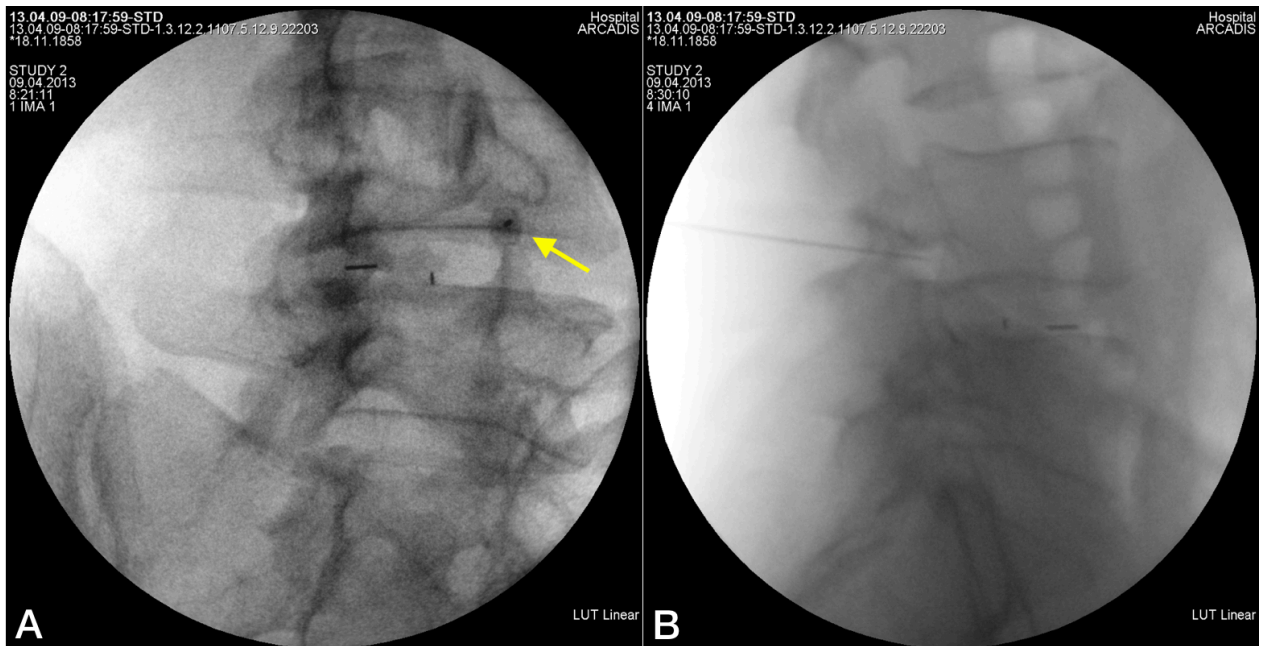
Интраоперационная рентгенограмма поясничного отдела позвоночника. Пункционная игла (помечена стрелкой) расположена между верхушкой верхнего суставного отростка L_V и корнем дуги L_{IV} в косой проекции (А) и в верхненаружном квадранте межпозвонкового отверстия в боковой (В)
